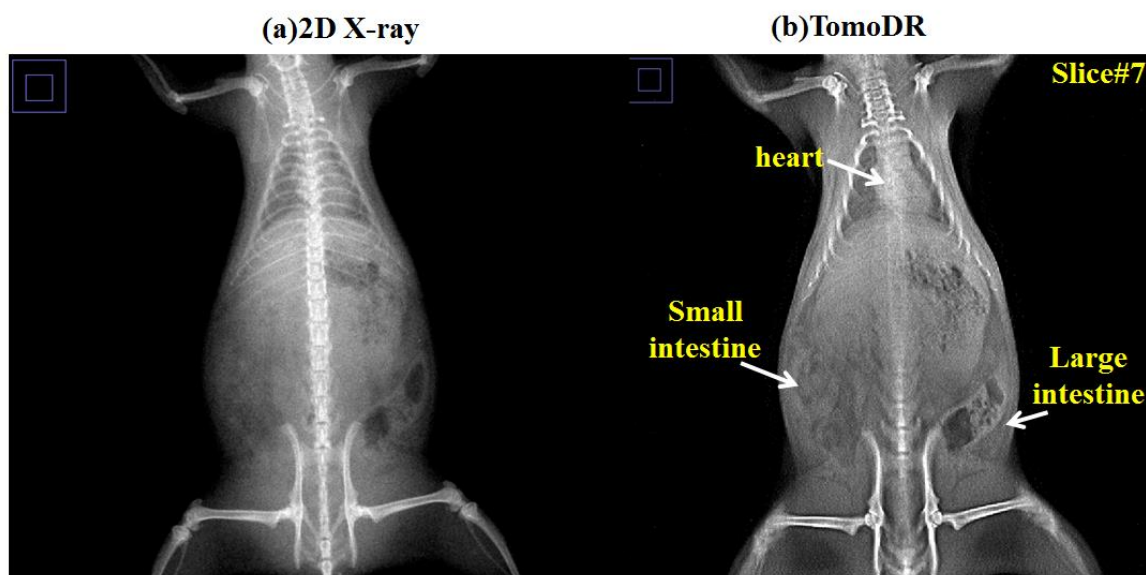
圖十一、大鼠 X-ray 影像及 TomoDR 影像之比較二。
